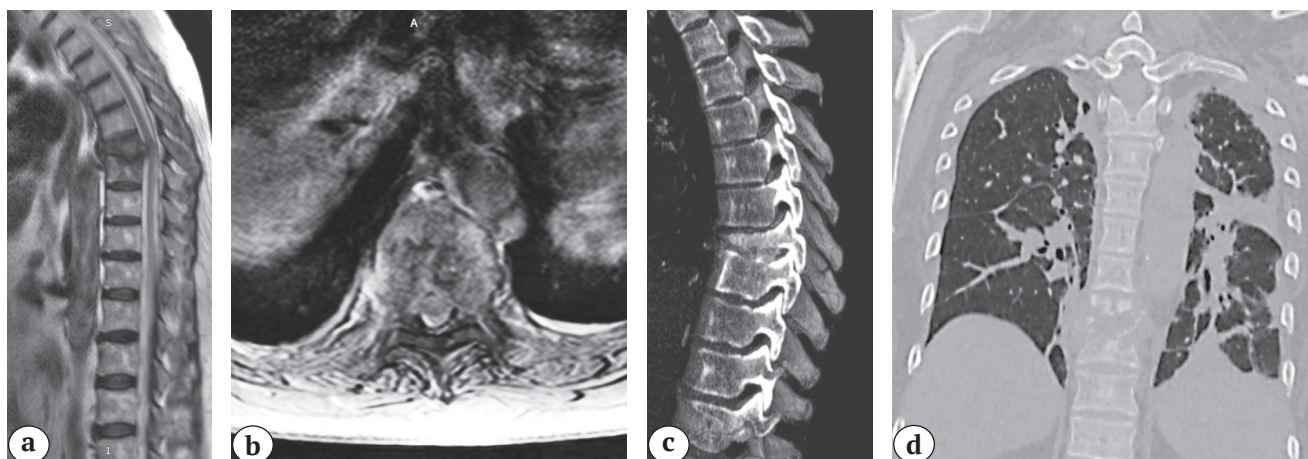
МРТ и МСКТ позвоночника и грудной клетки пациентки, находящейся на программном гемодиализе, на момент госпитализации. Сагиттальный (а) и аксиальный (b) срезы, T2-взвешенные изображения; с — сагиттальный срез КТ грудного отдела позвоночника; d — коронарный срез грудной клетки (пояснение в тексте)
